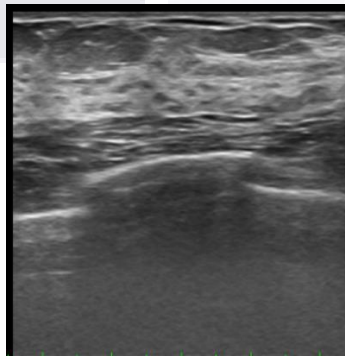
Ultrasonido mamario. Parénquima mamario de ecoestructura heterogénea fibroglandulares. Imagen del C.H.M.H
